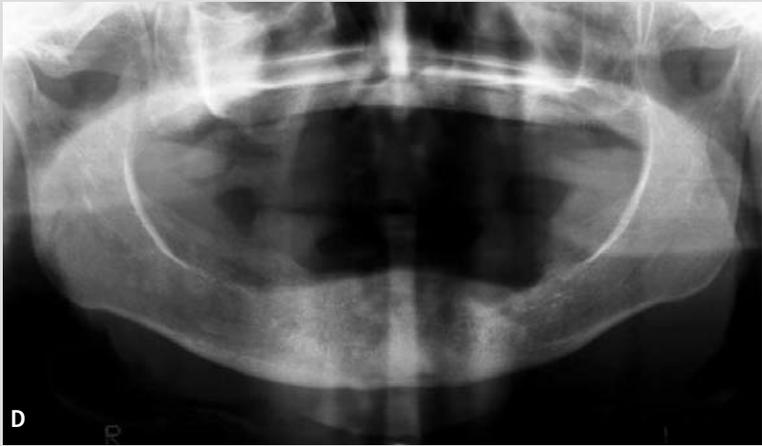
Figura D-F: Ortopantomografia e tomografia computerizzata al momento della visita medico-legale, a distanza di 1 anno dalla precedente radiografia
